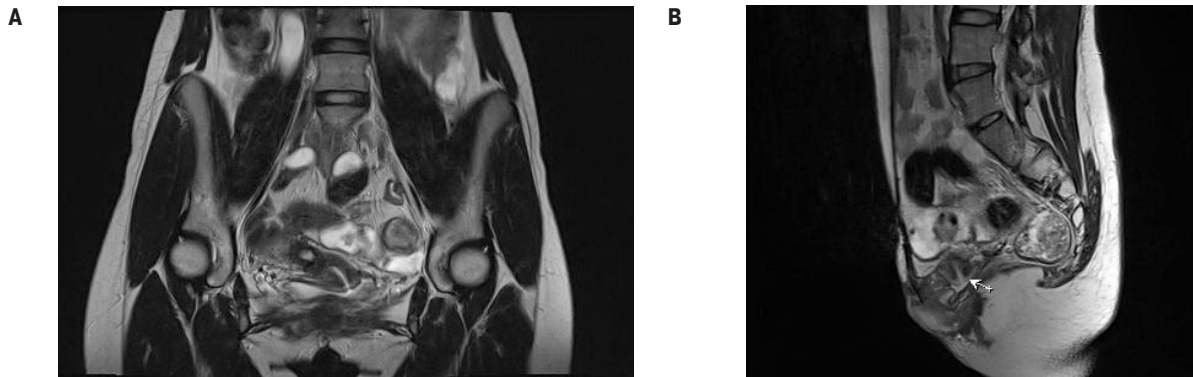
МРТ таза (А – T2-cor, В – T2-sag) – матка и яичники не изменены, шейка матки находится в полости мочевого пузыря, лобковые кости практически отсутствуют
